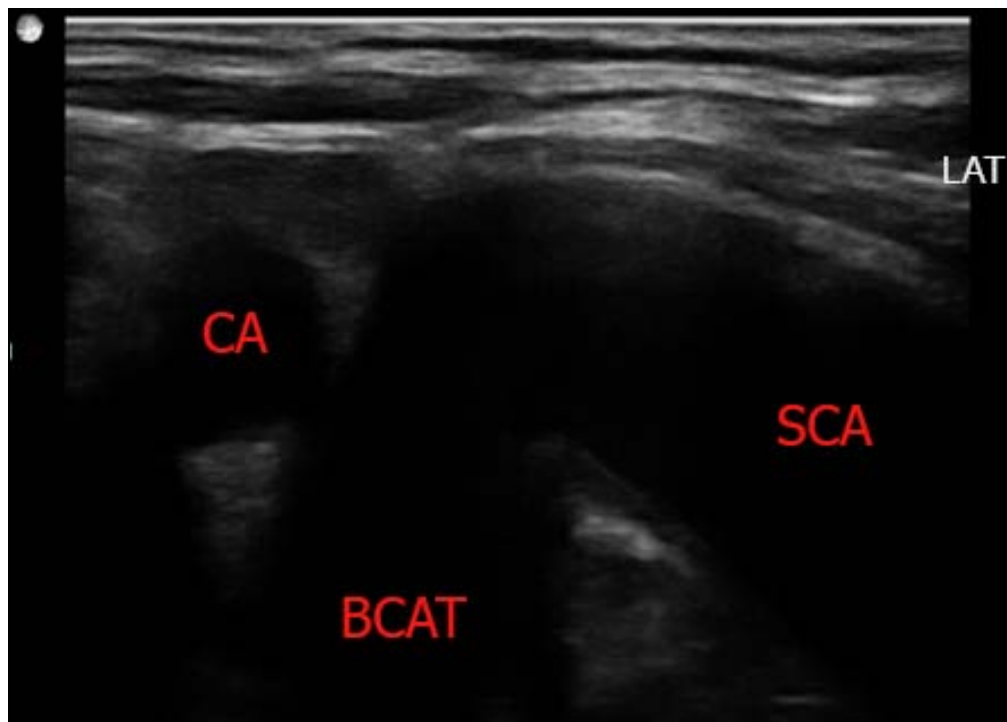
Image échographique montrant l'artère sous clavière (ASC) se réunissant avec l'artère carotide (CA) pour former le tronc artériel brachio-céphalique (BACT).
